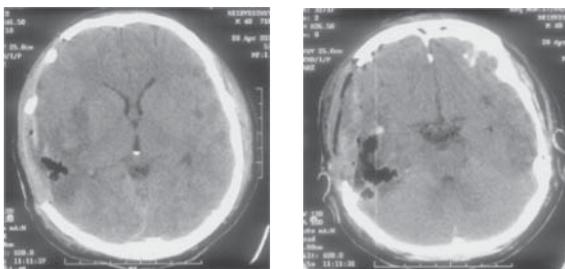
Компьютерная томограмма головного мозга того же больного, что и на рис. 10, через 1 сутки после проведения декомпрессивной трепанации черепа в правой лобно-теменно-височной области в комбинации с частичной резекцией височной доли. В области резекции нижнемедиальных отделов височной доли определяется зона пневмоцефалии и геморрагического пропитывания. Смещения срединных структур нет. Параселлярные, охватывающая и четверохолмная цистерны прослеживаются, не деформированы
